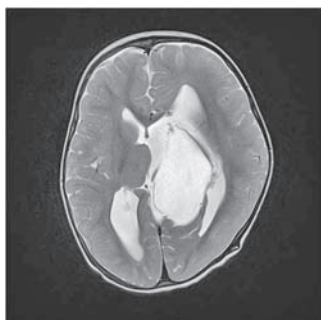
МРТ головного мозга ребенка 1 года 4 мес после операции: уменьшение размеров арахноидальной кисты охватывающей цистерны слева.
